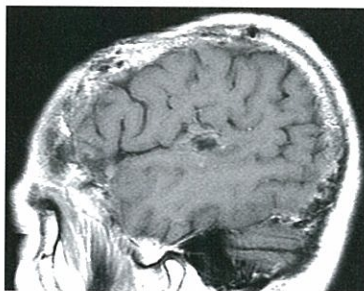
術後MRI: 左側頭葉の腫瘍は摘出された。
